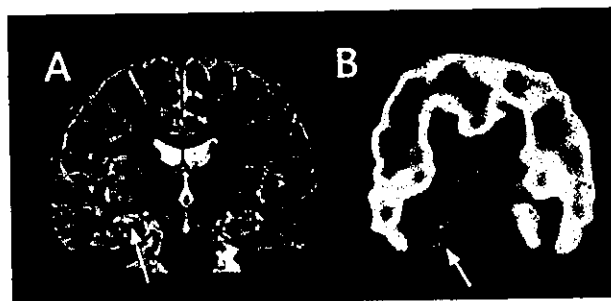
Magnetic resonance imaging (MRI) and late image of [<sup>125</sup>I]iomazenil single-photon emission computed tomography (SPECT) in a case of mesial temporal lobe epilepsy (MTLE). The patient underwent standard right anterior temporal lobectomy at age 25 years and has been completely seizure free for 7 years. Mesial temporal sclerosis was observed pathologically in the right hippocampus. A: MRI before operation showed right hippocampal atrophy and high T<sub>2</sub> signal (yellow arrow). B: Late images of [<sup>125</sup>I]iomazenil SPECT reveal a region of remarkably low accumulation, indicating decreased benzodiazepine receptor (BZDR) density in the right mesial and basal temporal lobe of the epileptogenic focus (white arrow).
